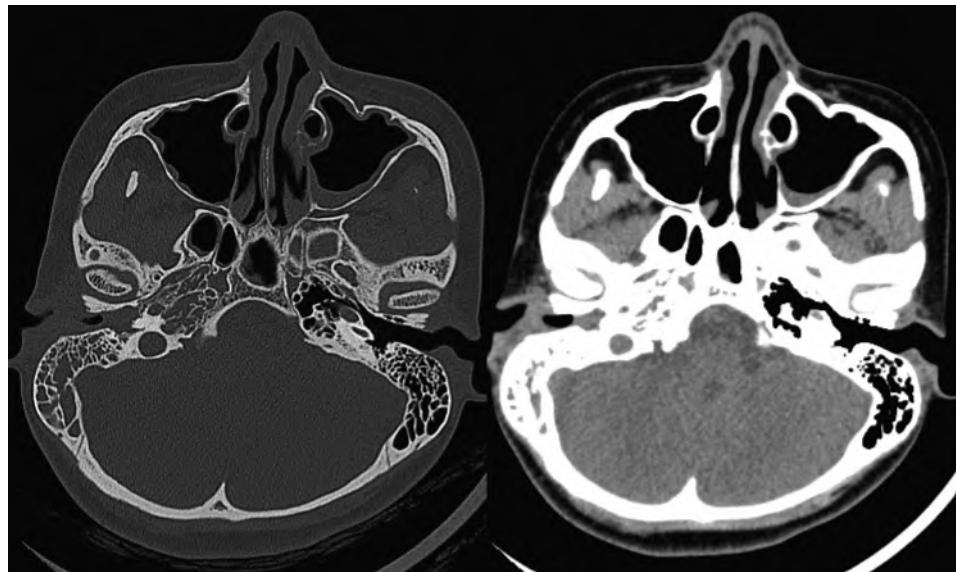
Noncontrast CT scan
